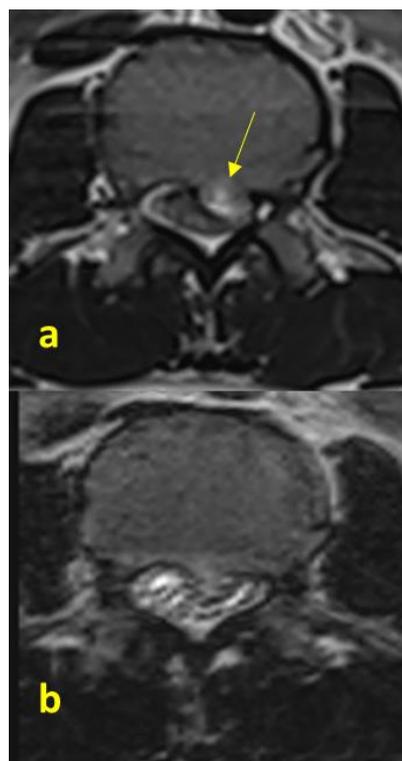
IRM du rachis lombaire, coupe axiale en pondération T1(a), T2(b) passant par l'exostose intra canalaire postéro-latérale gauche refoulant le cône terminal à droite. *MRI of the lumbar spine, axial slice in T1 (a), T2 (b) weighting passing through the left posterolateral intraductal exostosis pushing back the terminal cone to the right.*
